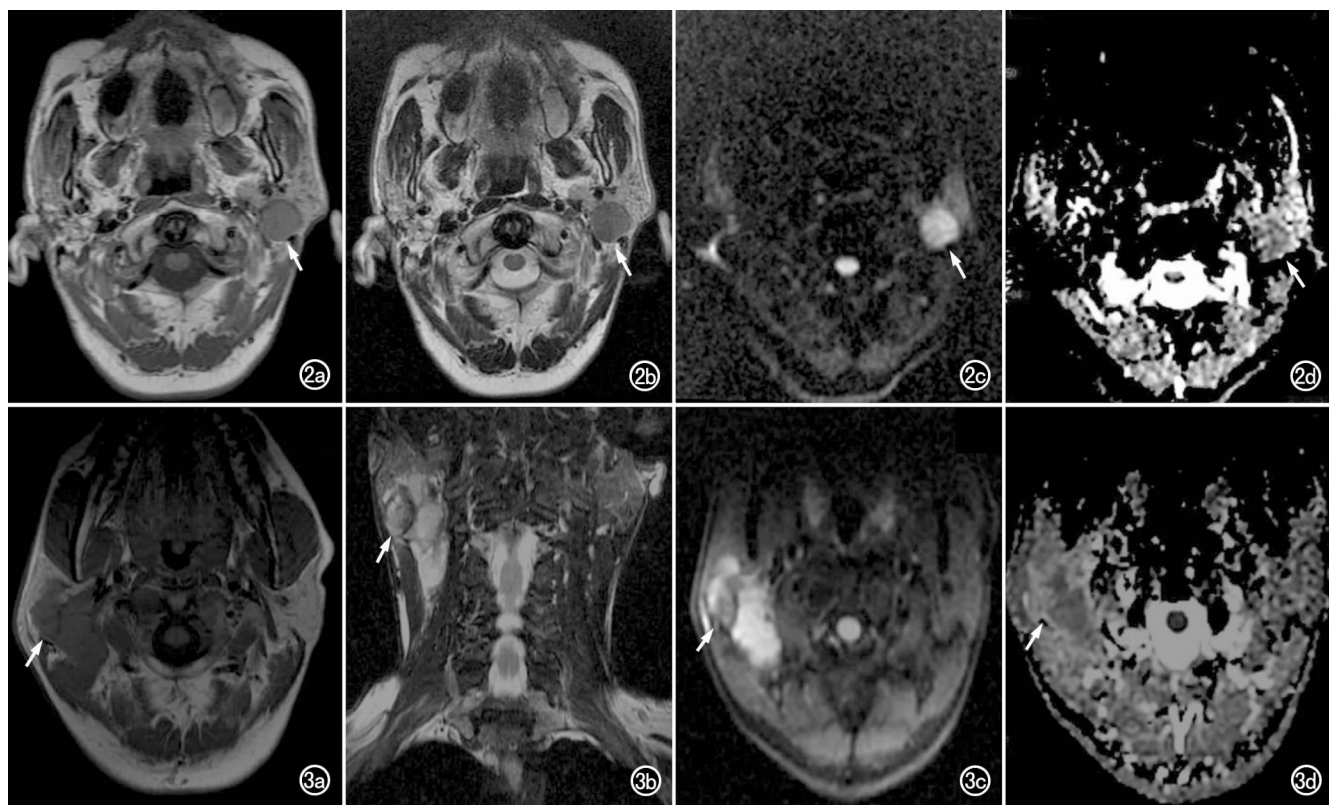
腺淋巴瘤。a) 横轴面 T_1 WI 示肿瘤位于左侧腮腺后下极呈稍低信号(箭); b) T_2 WI 示肿瘤呈等信号(箭), 病灶边界清楚, 有低信号包膜; c) DWI 示肿瘤呈高信号(箭); d) ADC 图示肿瘤呈低信号(箭)。图 3 黏液表皮样癌。a) 横轴面 T_1 WI 示右侧腮腺肿块呈稍低信号(箭); b) 冠状面 T_2 WI 示肿块呈长 T_2 为主的混杂信号(箭), 其内可见条状、小片状短 T_2 信号, 与右侧颈动脉鞘间隙的肿大淋巴结融合, 边界欠清, 主要位于腮腺深叶; c) DWI 示肿瘤呈混杂高信号(箭); d) ADC 图示肿瘤呈稍低信号(箭)。
